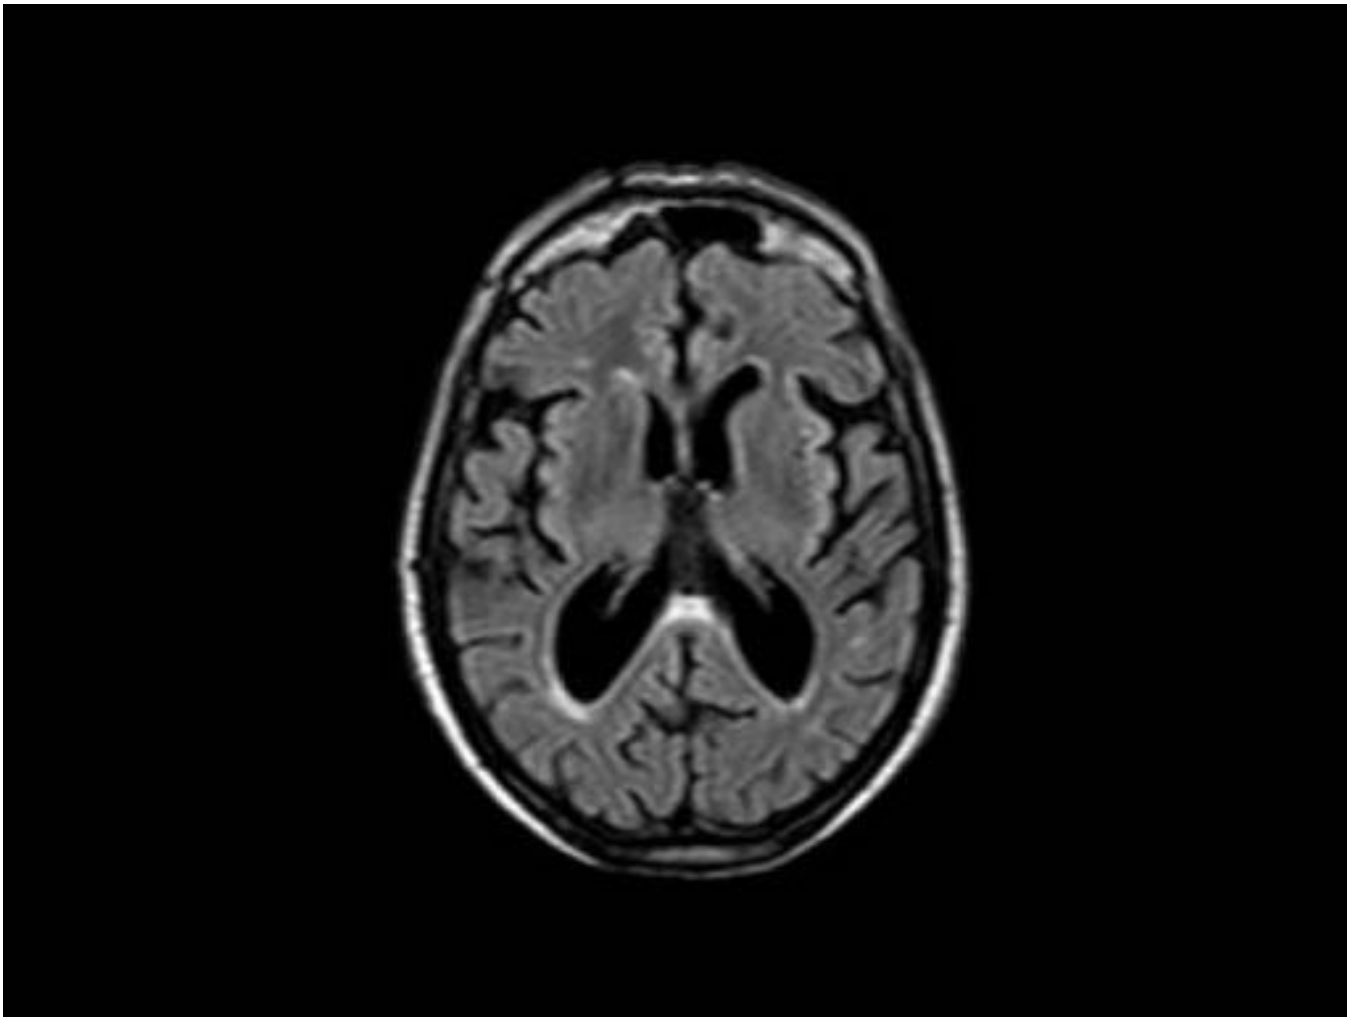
T2-FLAIR mostrando hiperintensidad de señal a nivel de rodete del cuerpo calloso en varón de 72 años con diagnóstico de FXTAS
